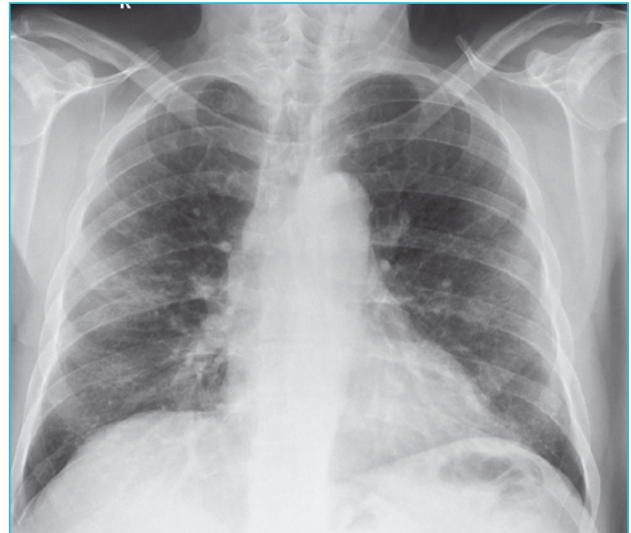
Radiografía de tórax al ingreso.
